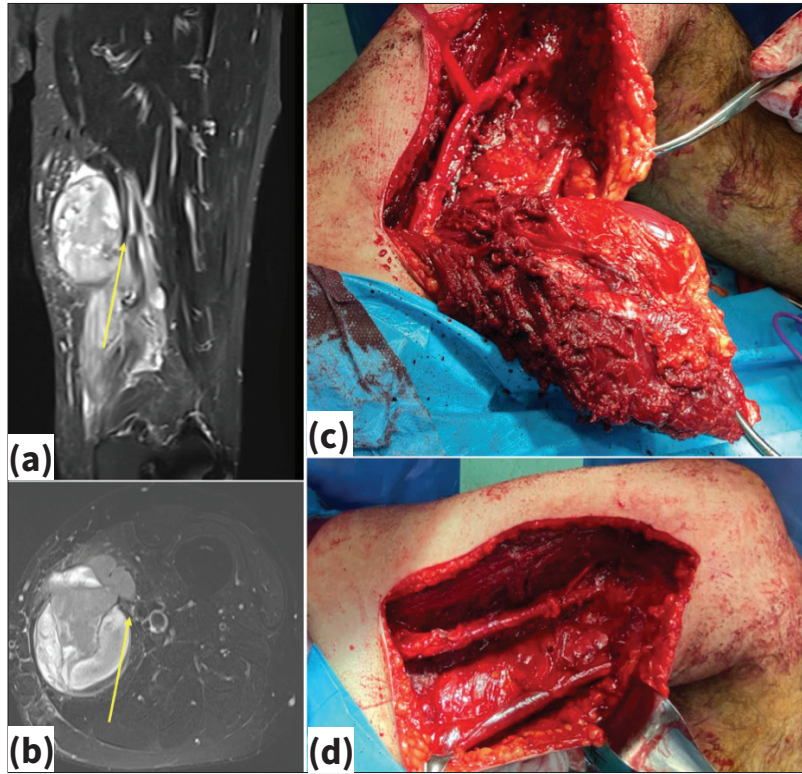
a-c. Tip A nöral tutulumu olan hastada sinir rezeksiyonu. Altmış iki yaşında erkek hastada sağ uyluk proksimalinde anteromedialde dediferansiye liposarkom. Aksiyel MRG görüntüsünde femoral sinirin kitlenin içerisine girdiği görülmekte (a). Femoral sinirin tümörün distalinden çıkışı (b). Tümörün sinir ve parsiyel kapsülle birlikte rezeksiyonu sonrası görünüm (c).
